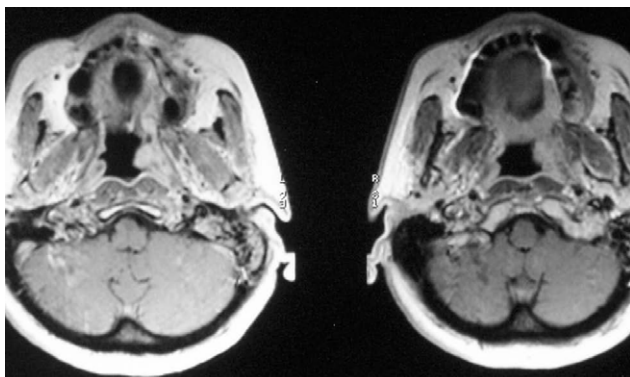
MRI głowy z oceną rozległości zmiany przed leczeniem – patologiczna zmiana okolicy ujścia gardłowego trąbki słuchowej
